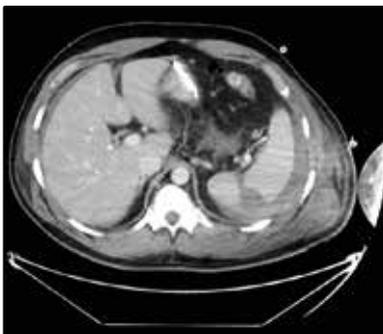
CT Befund einer Milzlaceration Grad III–IV nach Motorradunfall, 2005: Kontrastmittel Austritt bis zu den Hilusgefäßen, mäßiges Hämoperitoneum
